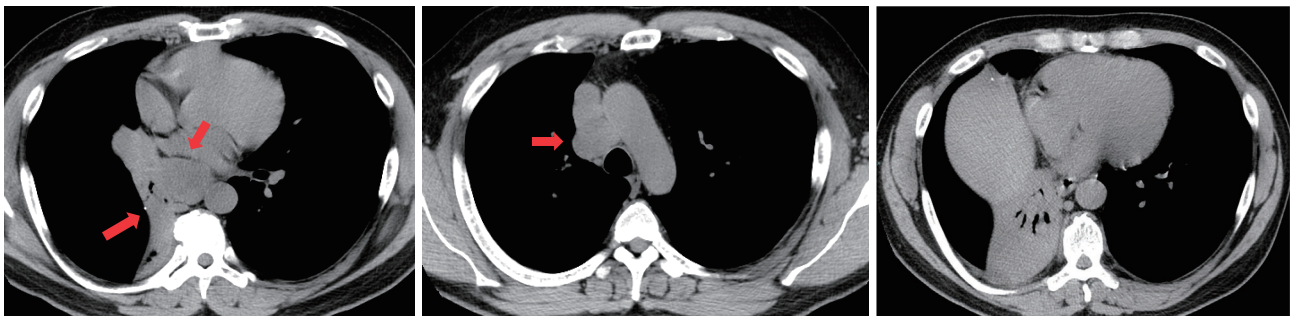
CT findings at the initial examination. A tumor of the right hilum and enlarged lymph nodes in the right hilar and subcarinal areas were seen (left). An ipsilateral mediastinal lymph node was enlarged (center). Complete atelectasis of the right lower lobe (right).
